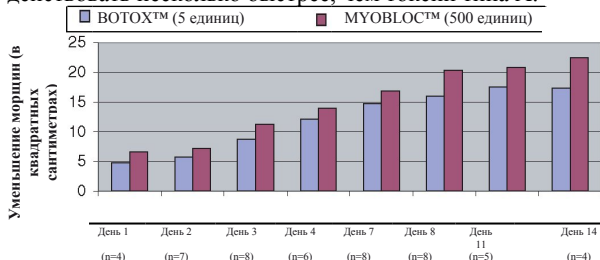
Фактическая площадь диффузии ботулинического токсина была указана в  $\text{см}^2$ . Пациентов просили приходить каждый день в течение приблизительно двух недель, но это было возможно не для всех пациентов. Здесь представлены результаты за дни, когда по меньшей мере половина пациентов (четверо из восьми) вернулись на повторный прием. Ботулинический токсин типа В начал действовать несколько быстрее, чем ботулинический токсин типа А. Радиус диффузии, измеренный по уменьшению морщин, был больше при использовании ботулинического токсина типа В в применяемых дозах.
